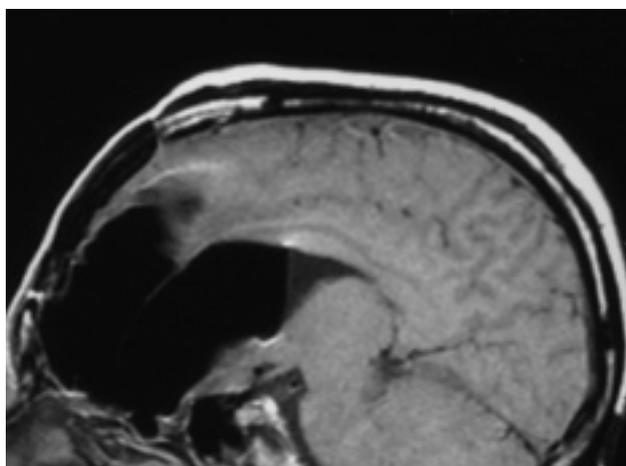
TC en corte sagital, donde se observa el alcance del aire en la cavidad intracraneal.
